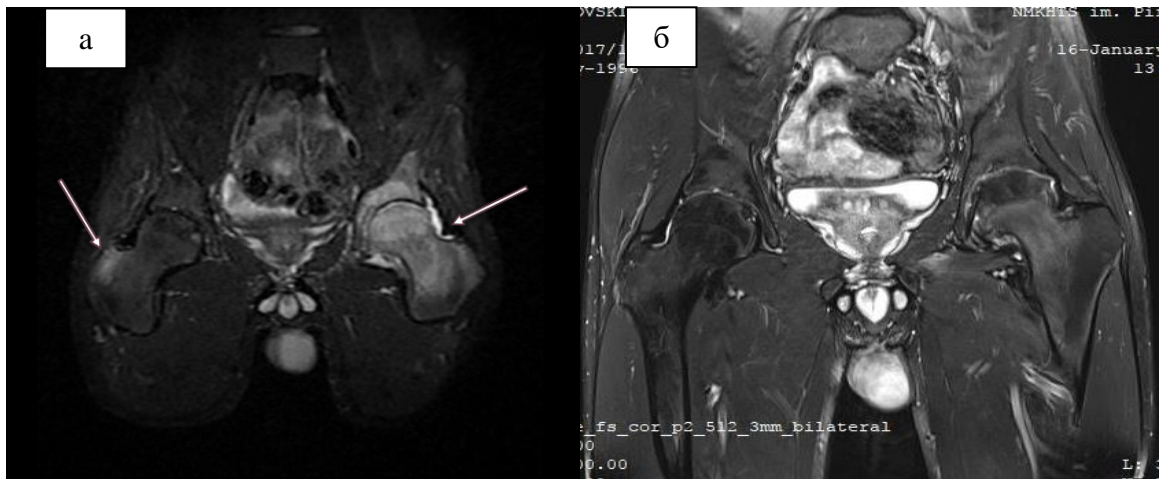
Больной Л. МРТ ТБС режим STIR:
